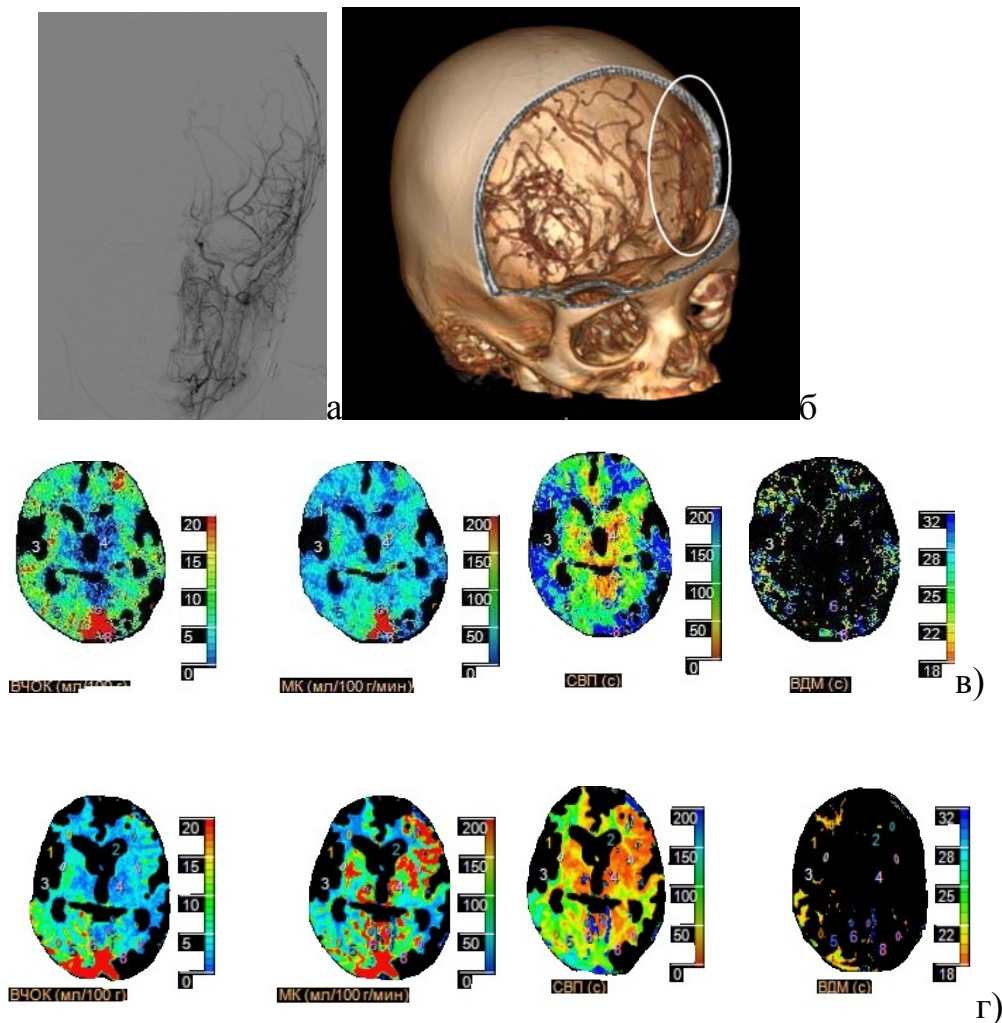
Большая П., ИБ № 1562 – 2014. Диагноз: болезнь моя-моя. а) На ангиограмме - заполнение корковых артерий через ветви наружной сонной артерии (Matsushima A). б) КТ ангиограмма, овалом выделена зона анастомоза. в) КТ перфузия до и г) после операции: увеличение МК, сокращение временных показателей
